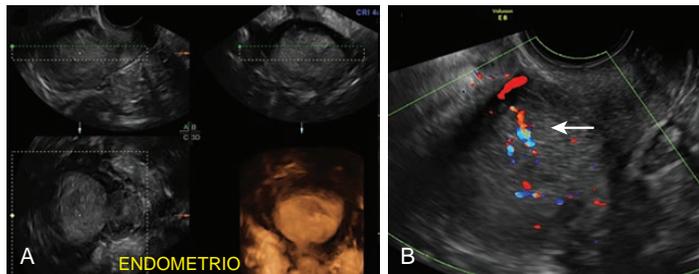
(A) Evaluación ecográfica tridimensional de una paciente con sospecha de cáncer de endometrio que presenta una cavidad endometrial expandida con evidencia de invasión miometrial y (B) una evaluación Doppler color del endometrio en la misma paciente mostrando una mayor puntuación de color y vasos con ramificación irregular (flecha).
